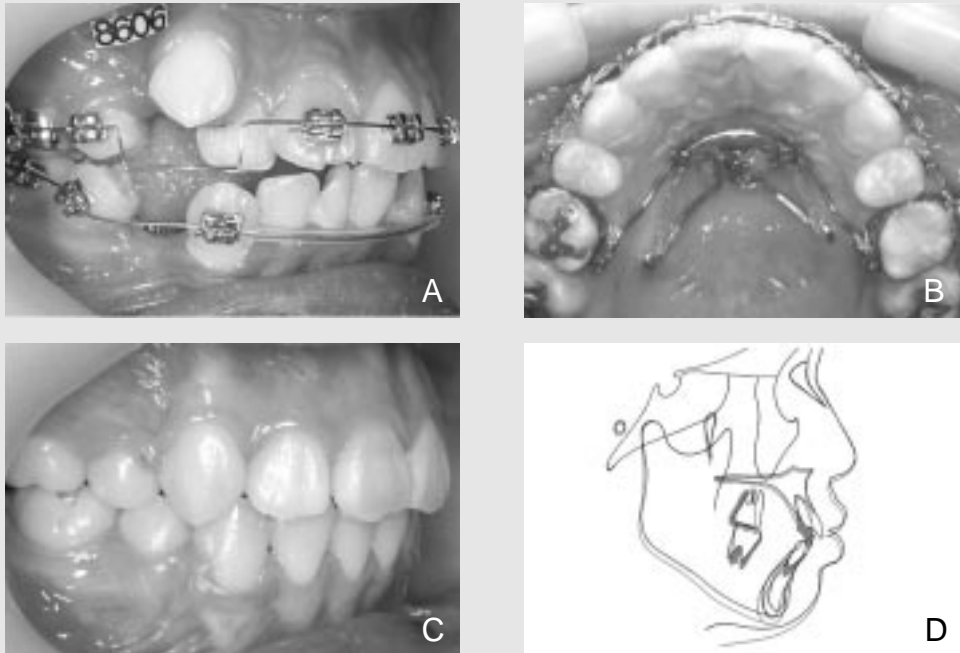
상하악 제1대구치를 발치하고 상악에서는 공간폐쇄와 동시에 대구치를 원심이동시킨 증례. A, 초기 배열 단계; B, 상악 대구치를 구개부에 좌우로 식립한 두 개의 미니 임플란트에 플레이트를 삽입한 후 레버를 연결하고, 레버로부터 황구개호선에 탄성 체인을 연결하여 대구치를 원심이동시켰으며 이때 교정력이 제1대구치 저항중심을 지나도록 하였다; C, 치료 종료 후 모습; D, 두부계측방사선 사진 중첩. 상악 제1대구치는 원심으로 치체이동되었고 하악 제1대구치는 근심으로 1mm 이동되었다.
